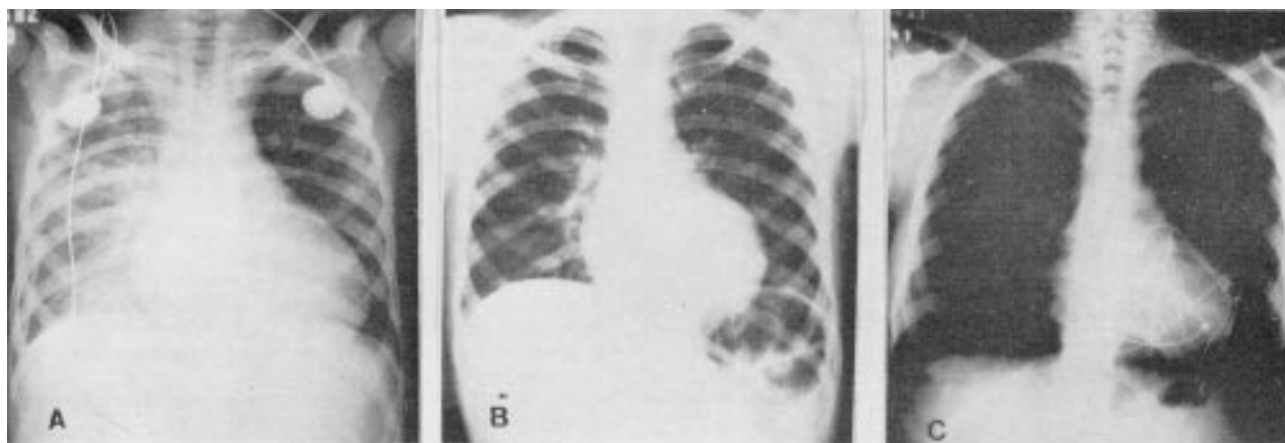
Radiografias de tórax de paciente de 10 anos de idade com miocardite diftérica. A) À admissão hospitalar B) À alta hospitalar: C) Ao 5º ano de seguimento, portador de implante de marcapasso.
